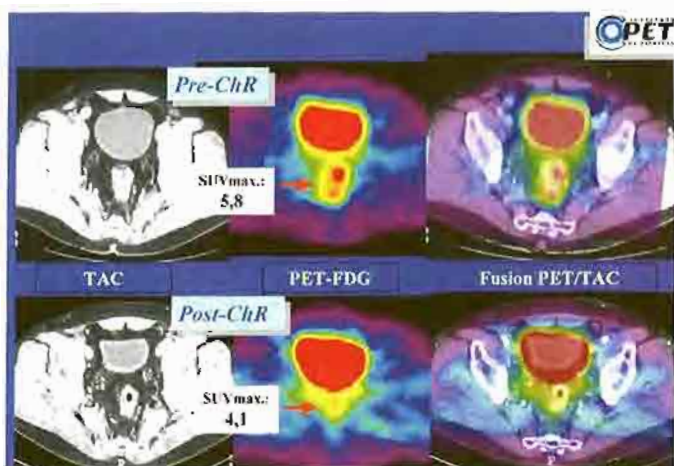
Cáncer colorrectal antes (arriba) y después (abajo) de tratamiento de Químico y radioterapia (ChR). Reducción de la captación de FDG en el tumor (SUV 5,8).
